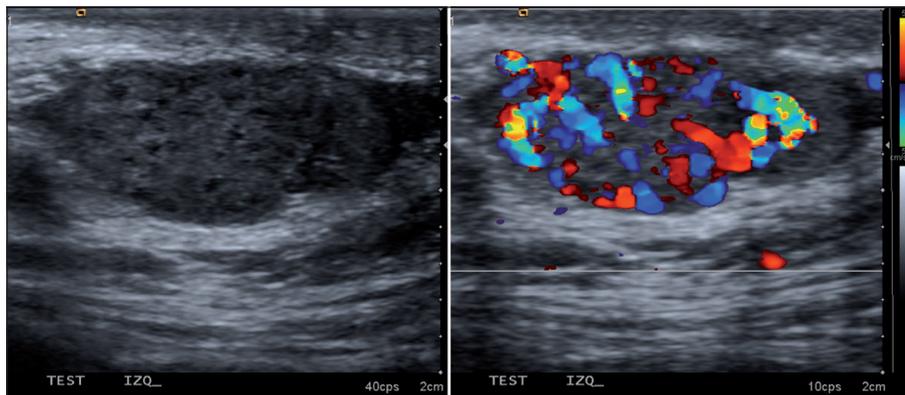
Masa observada en el polo superior del testículo izquierdo, hipervascular al Doppler.
